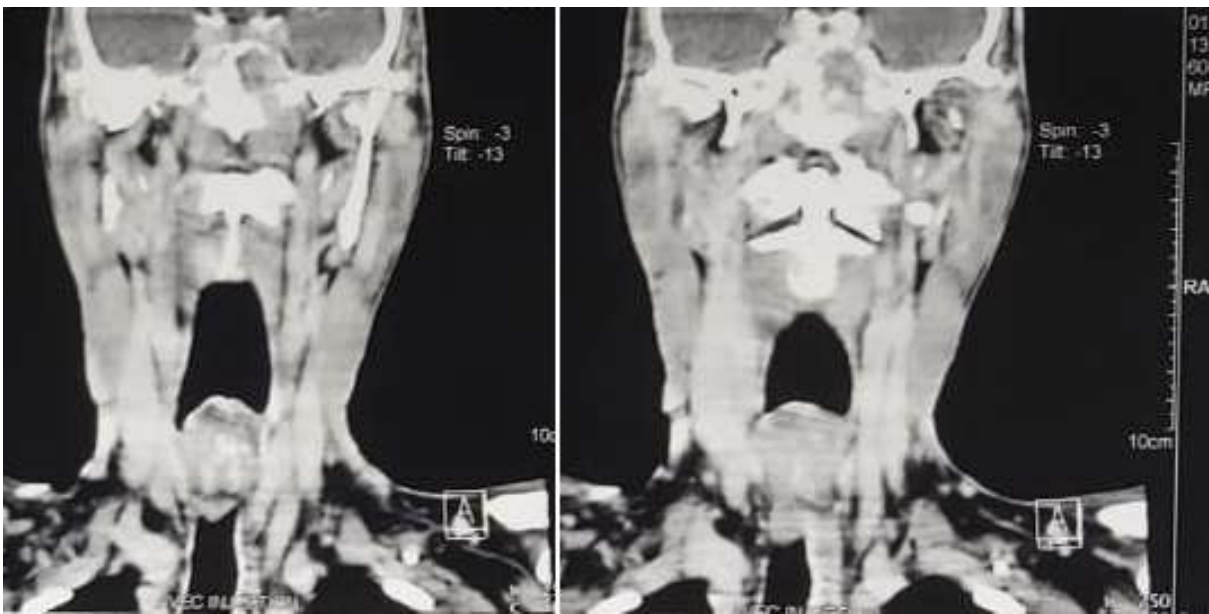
TDM cervicale en coupe coronale montrant un épaississement glottique avec réduction de la lumière laryngée
